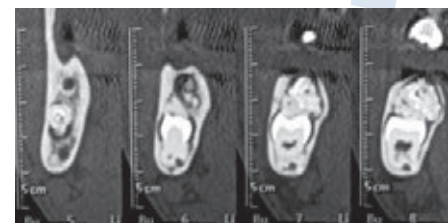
Tomografia computerizzata
